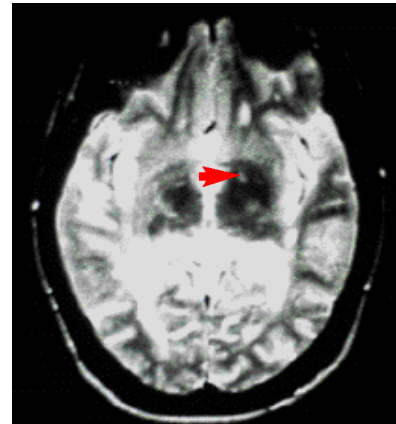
Zonas hiperintensas en núcleos grises (flecha) en IRM-T2 (caso 3)
